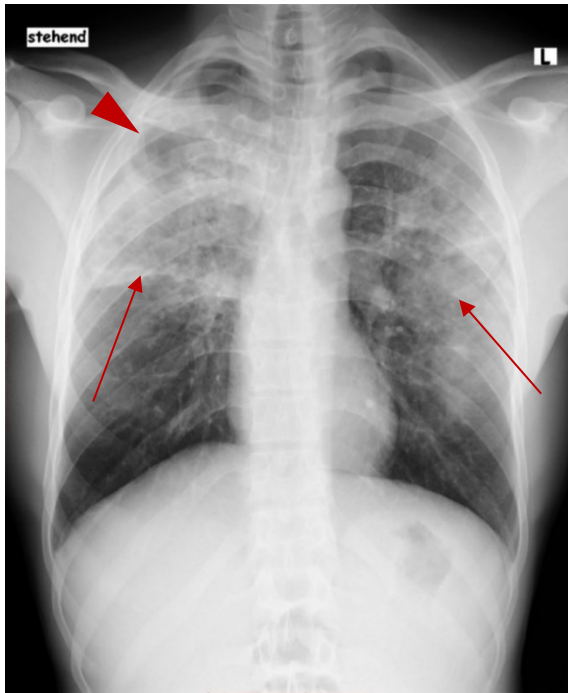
Röntgen Thorax in p.a. Strahlengang vom 18.01.2018; 29-jähriger Indexpatient nach etwa einem Monat Therapie: Flächige Verschattungen bilateral (Pfeil) mit nun deutlicher erkennbarer Kavernen (Pfeilspitze) im rechten Oberfeld.
